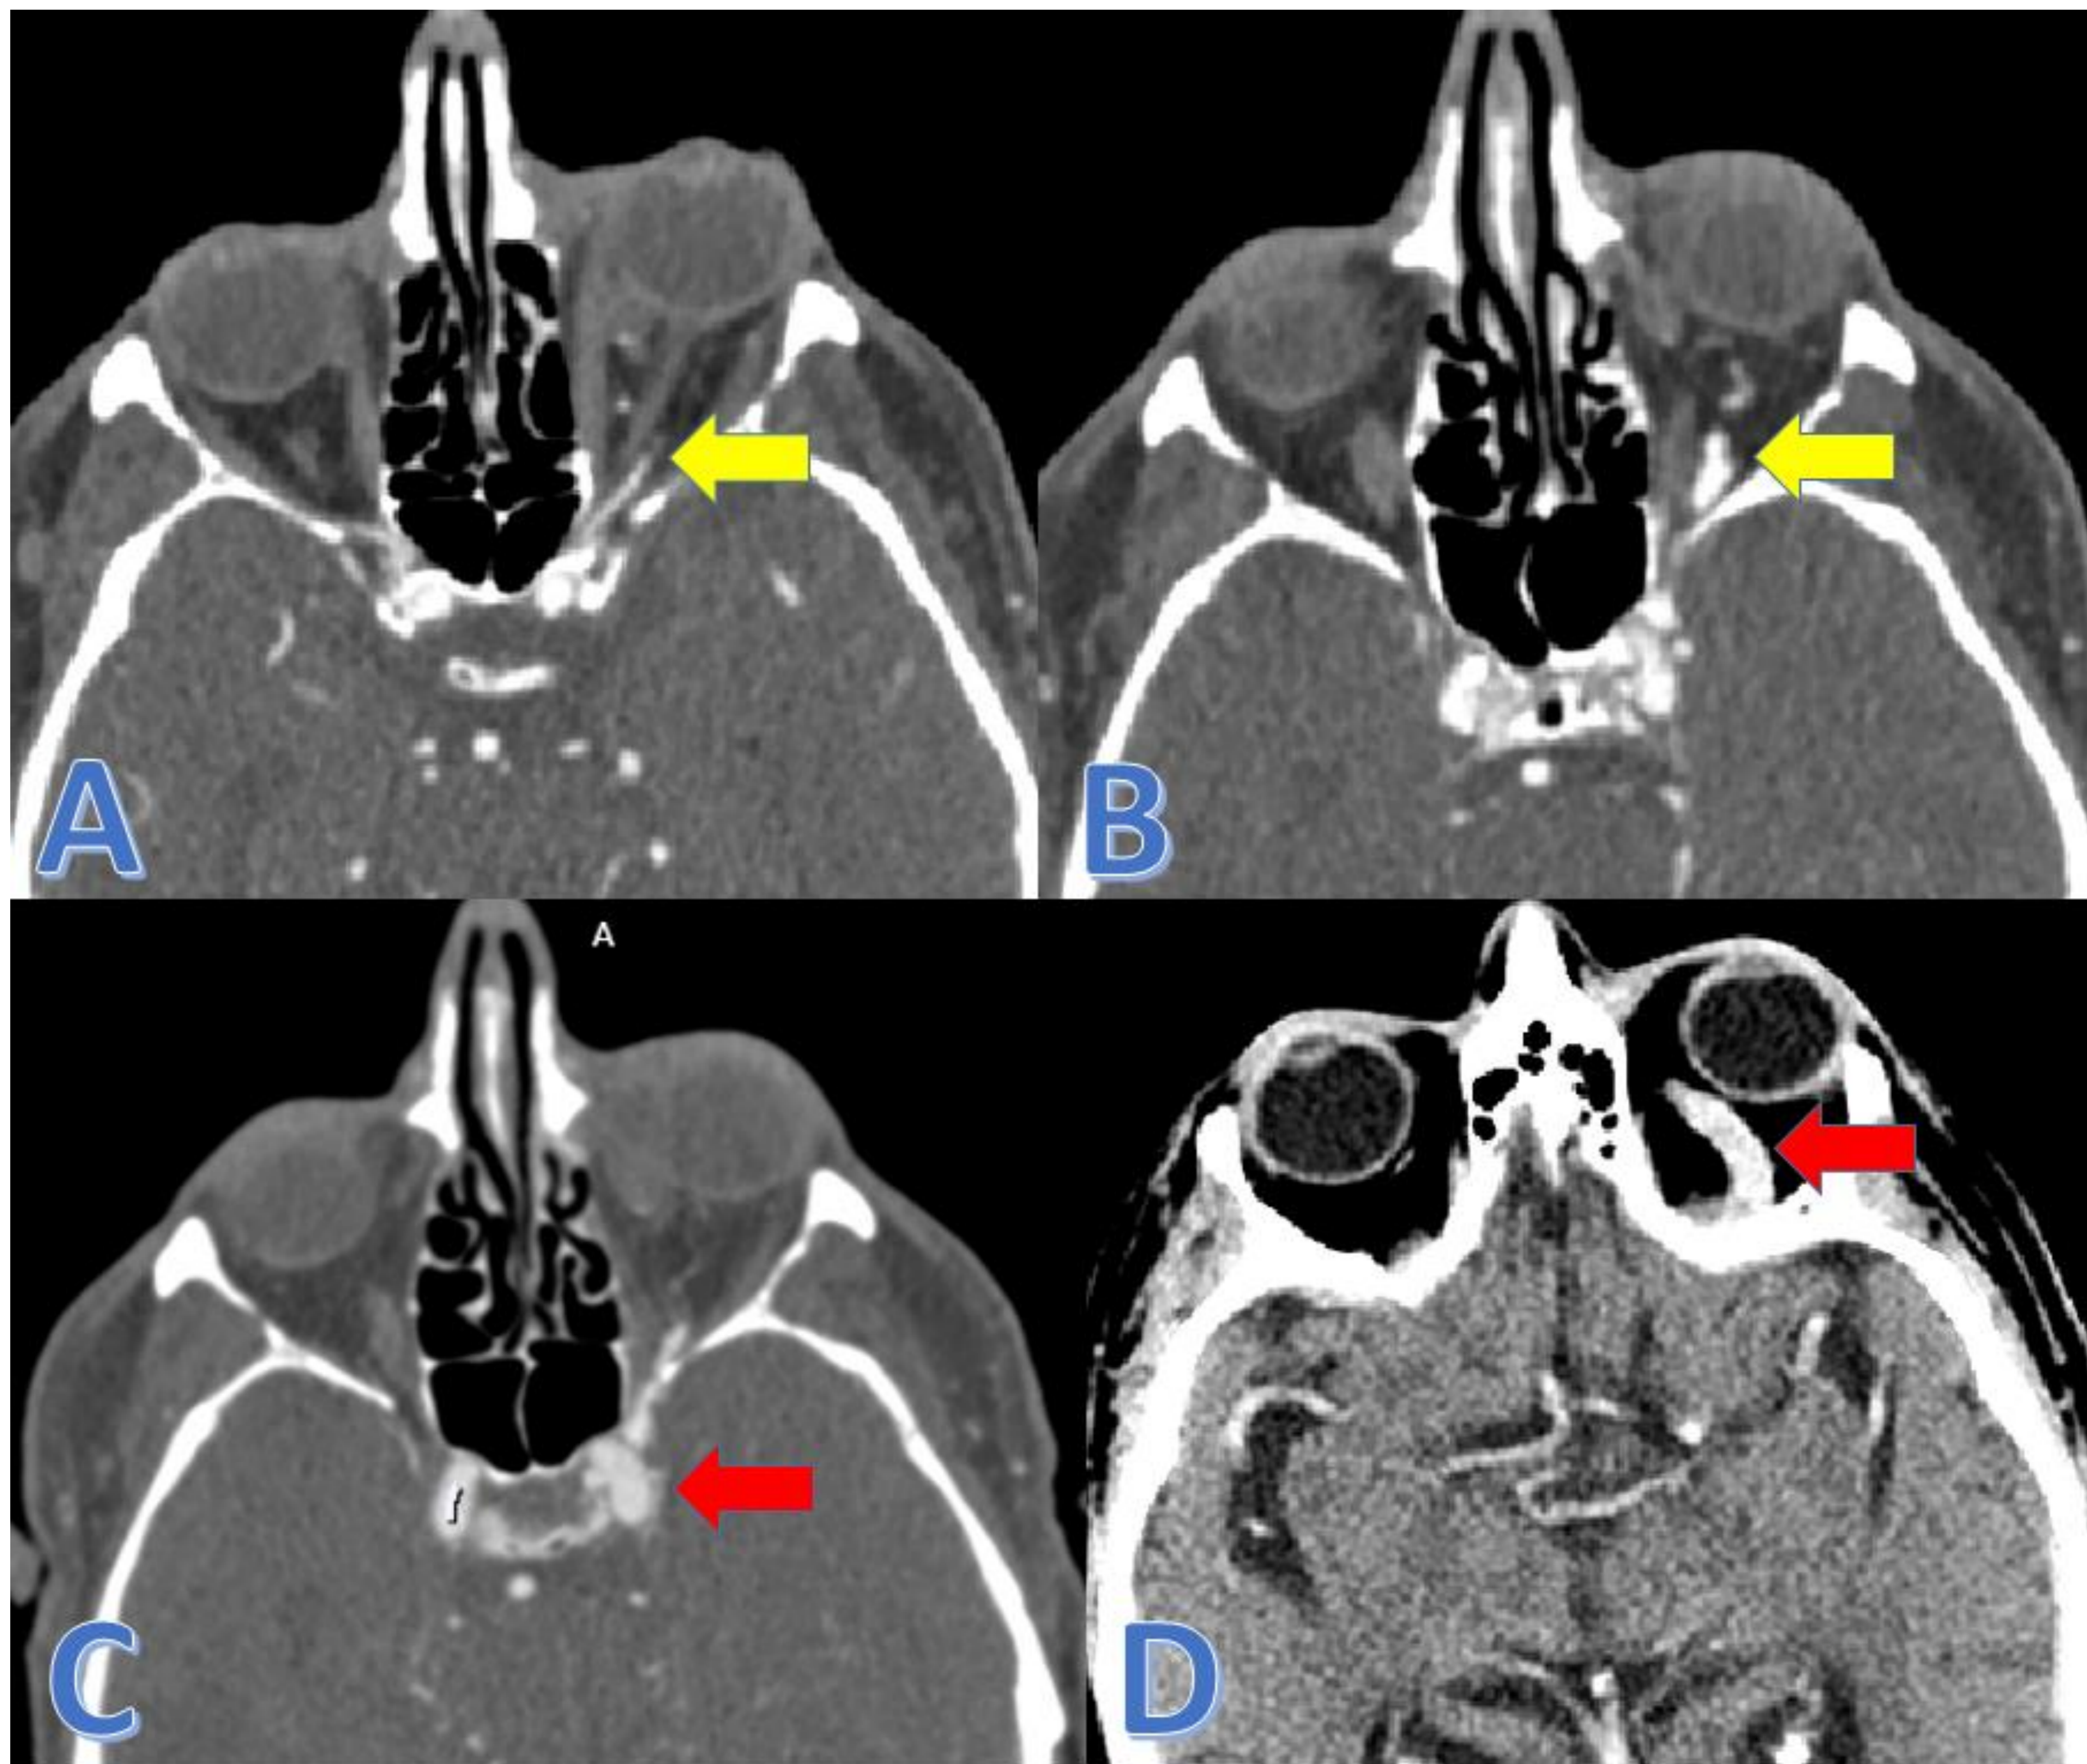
TC craneal con CIV en corte axial. Se observa la existencia de una vaso tortuoso ,dilatado e hiperdenso en región orbitaria izquierda que corresponde a la vena oftálmica superior (A,B: flecha amarilla), y discreto aumento del tamaño del seno carotídeo izquierdo con captación homogénea tras la administración de CIV (C: flecha roja), aumento de calibre de la vena oftálmica inferior marcadamente hiperdenso y sin defectos de repleción endoluminal (D: Flecha roja). Hallazgos compatibles con fistula carotideo- cavernosa.
